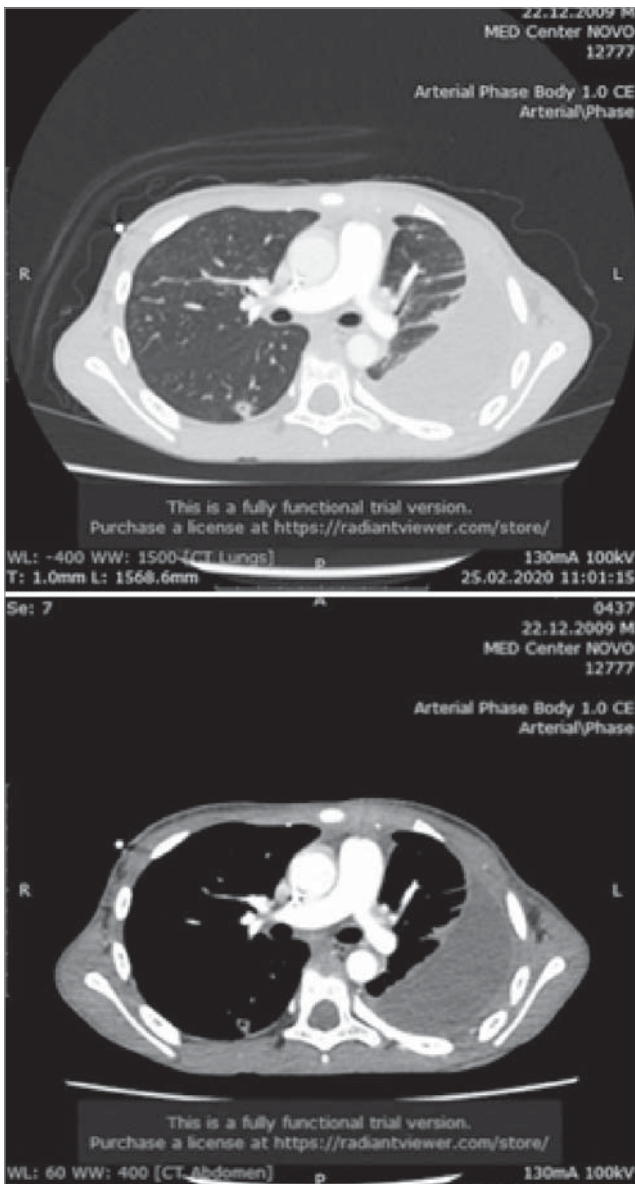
КТ від 25.02.2020. Справа в нижній частці S6 — субплевральне вогнище з центральною порожниною та лінійними тяжами по периферії. Лівобічний гідроторакс із компресійними ателектазами задніх відділів обох часток легені
